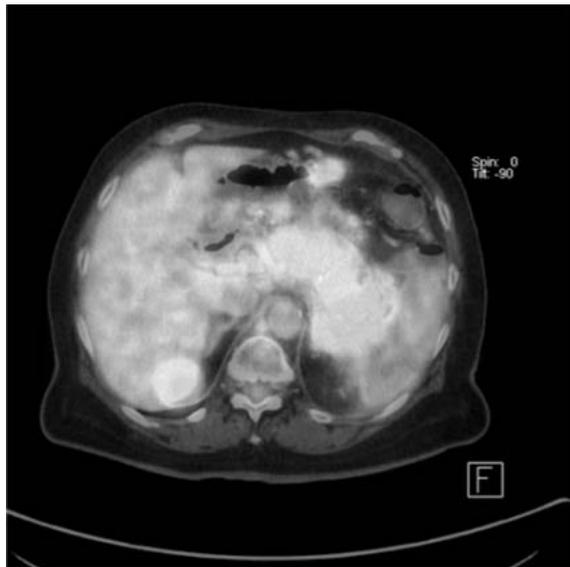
Falešná negativita. Nemocný s karcinomem hlavy pankreatu. CT ani PET/CT nezachytilo malé mnohočetné metastázy jater. Provedena explorace, biopsie z pankreatu a jater, potvrzující karcinom.
